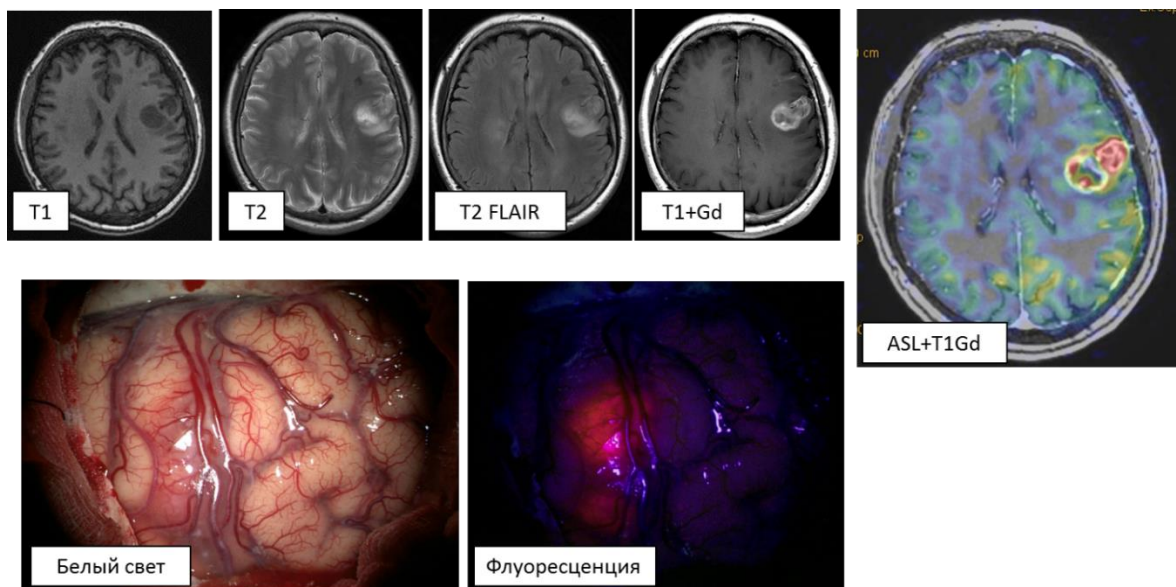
Ж., 61 год, клиническое наблюдение 6. МР-исследование и интраоперационные фотографии пациента с внутримозговым объемным образованием левой лобной доли: ASL-перфузия выявила участки гиперперфузии в строме опухоли: ТВF = 289,7 мл/100г/мин. Во время операции с использованием флуоресцентной диагностики данная опухоль демонстрировала интенсивное свечение.
